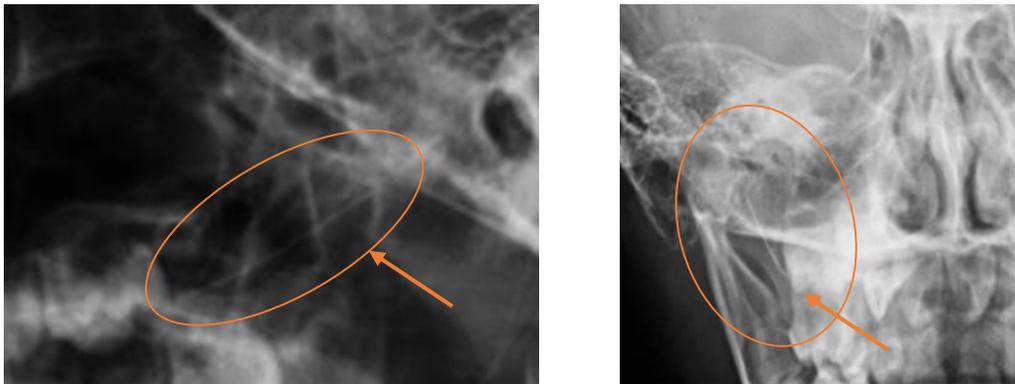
Radiografía anteroposterior y lateral de cráneo en la cual se observa objeto radiopaco a nivel de espacio pterigomandibular compatible con aguja dental.
